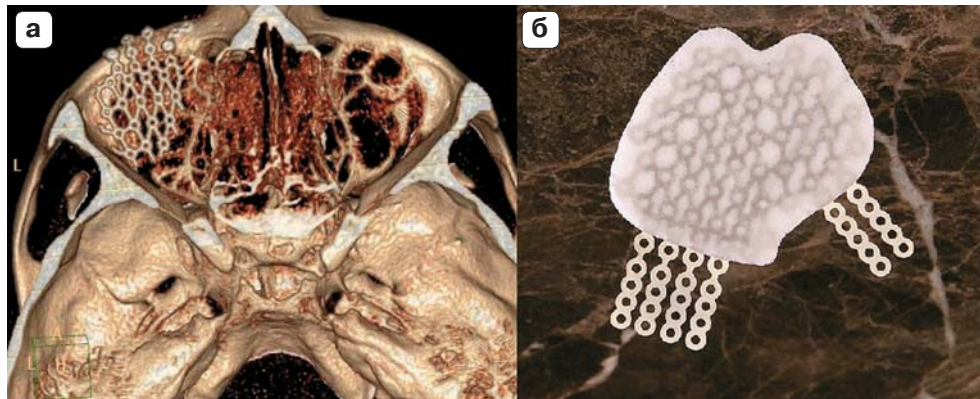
Титановая пластина с покрытием из полиэтилена Медпор, КТ-изображения. а – 3D-реконструкция; б – фотоизображение имплантата.
